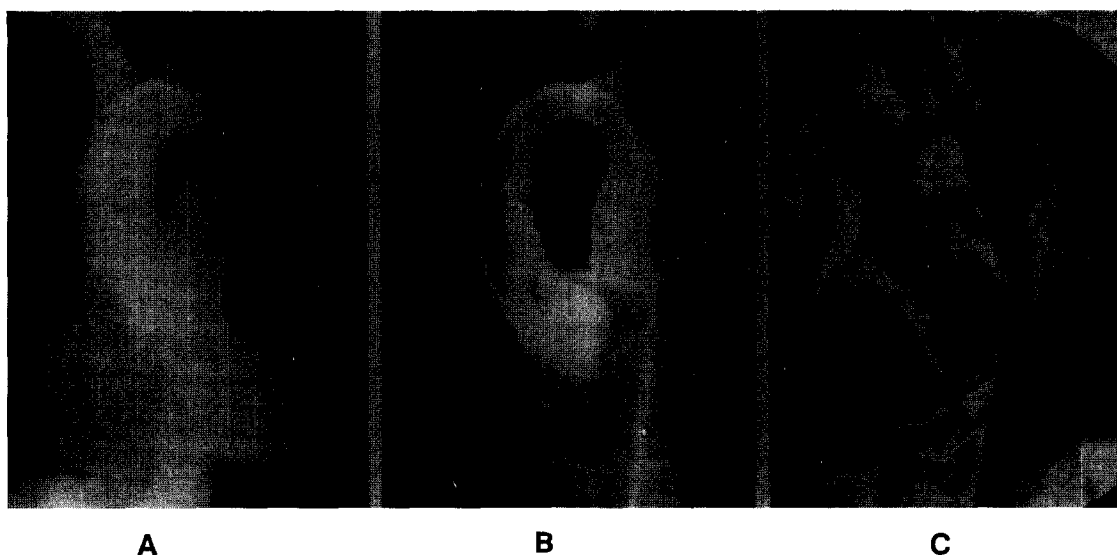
Paciente con coartación nativa dilatada a los 7,5 años de edad con un balón de 19 mm (relación balón/istmo 1,6, balón/coartación 2,56 y balón/aorta descendente 0,93). Se observa la angiografía pre (A) y posdilatación inmediata (B), donde se observa un aneurisma pequeño. La IRM (C) se realizó a los 11,9 años de edad y no mostró cambios en el aneurisma, que medía 28 mm.
